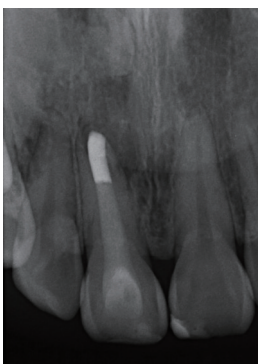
X线片显示11根充密合,同时根管中段牙冠部充填完好
